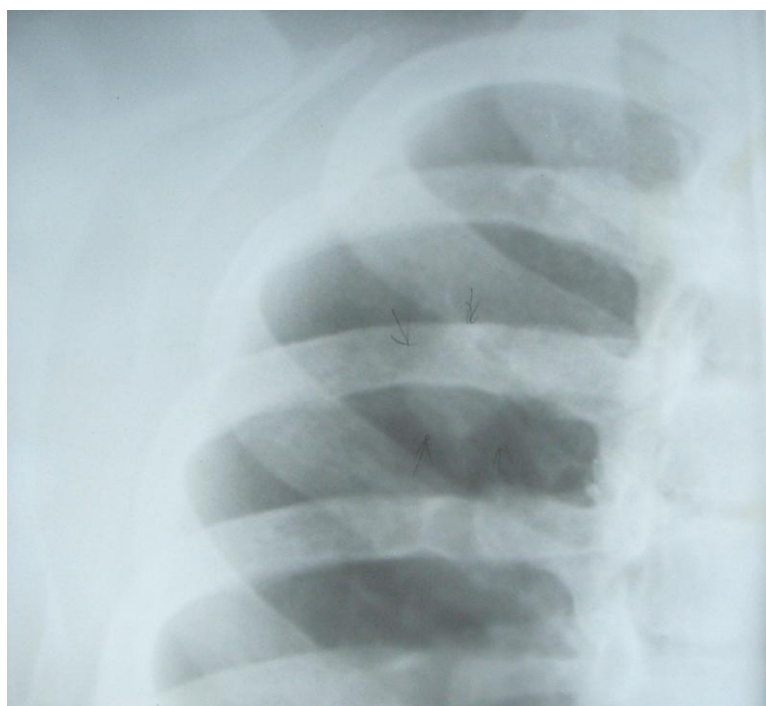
Прицельная рентгенограмма верхней доли правого легкого. Инфильтративный туберкулез S_{II} правого легкого в фазе уплотнения и рассасывания (округлый инфильтрат).
